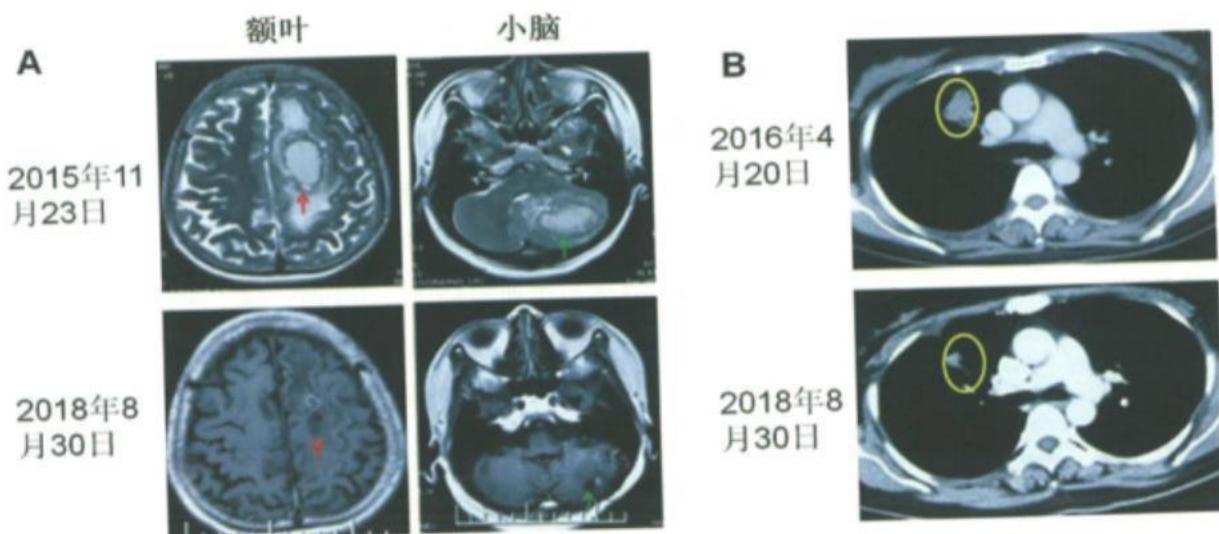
例12患者的脑部MR（红色箭头指示额叶肿瘤，绿色箭头指示小脑肿瘤）和肺部CT表现（黄色圆圈内为肿瘤）
